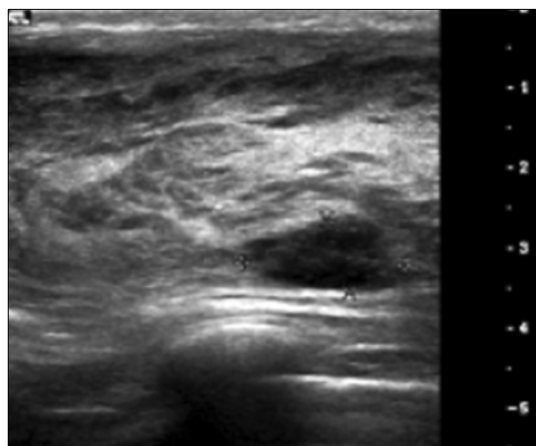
Breast ultrasonogram shows multiple low echoic masses.
